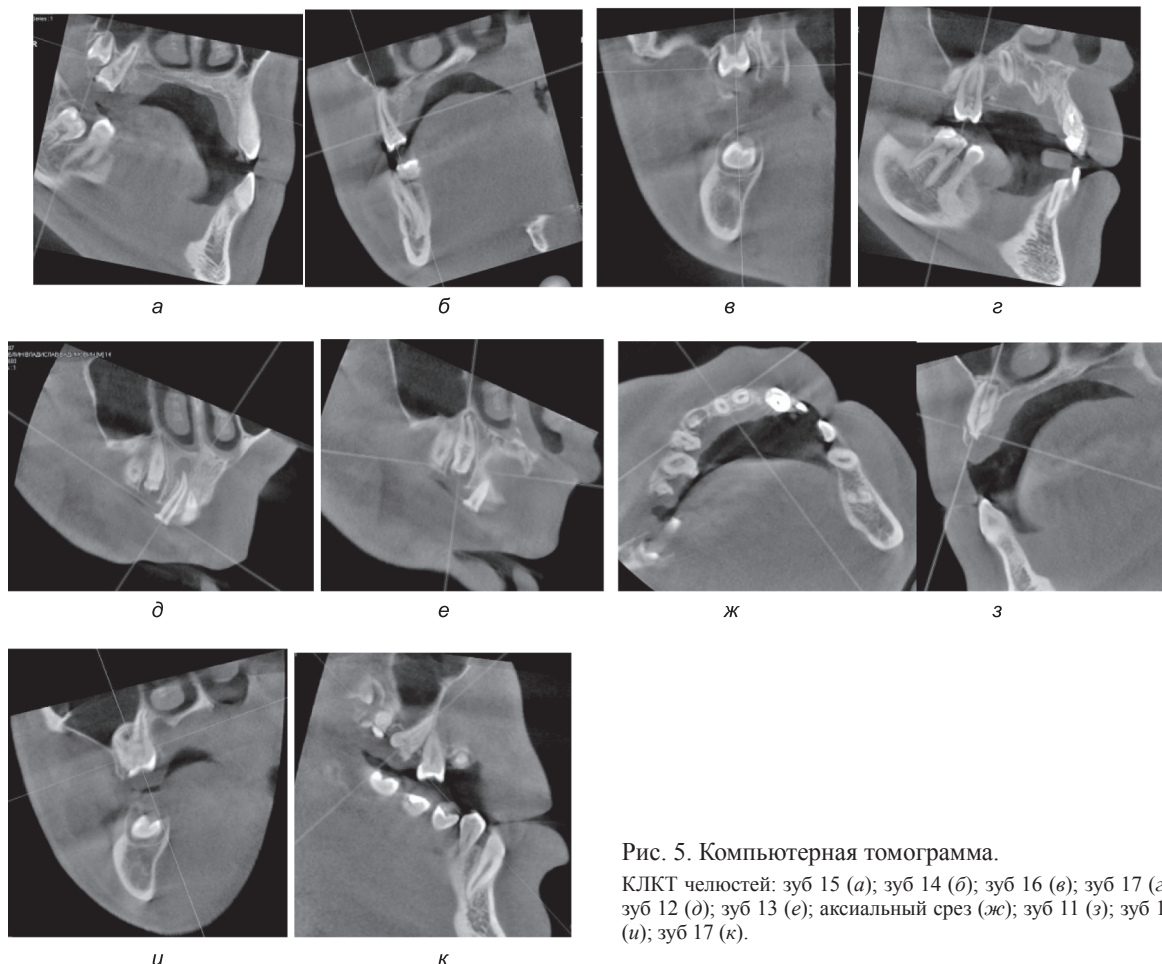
Компьютерная томограмма.
